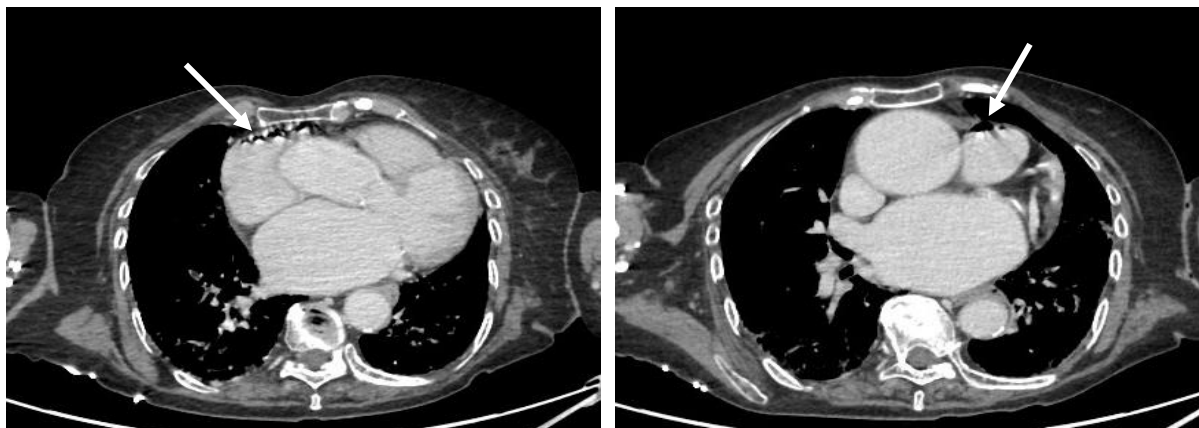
Angiotomografia de tórax evidenciando presença de enfisema subcutâneo, gás dentro da veia jugular interna direita, veia subclávia direita, átrio e ventrículo direitos, respectivamente.
